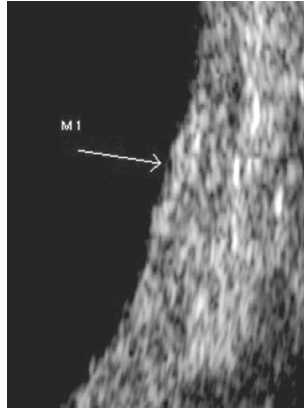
Aspect de petit nœvus choroïdien détecté par échographie avec sonde de 20 MHz : cette lésion apparaît plus écho-gène que le choroïde voisin, sans signe d'excavation choroïdienne.
